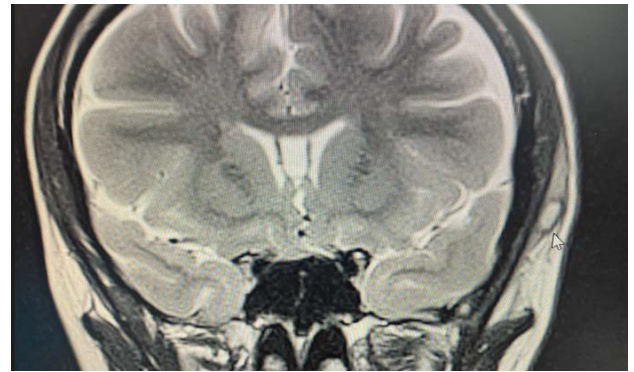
МРТ головы от 22.03.2022: в мягких тканях левой височной области определяется включение (показано стрелкой)
